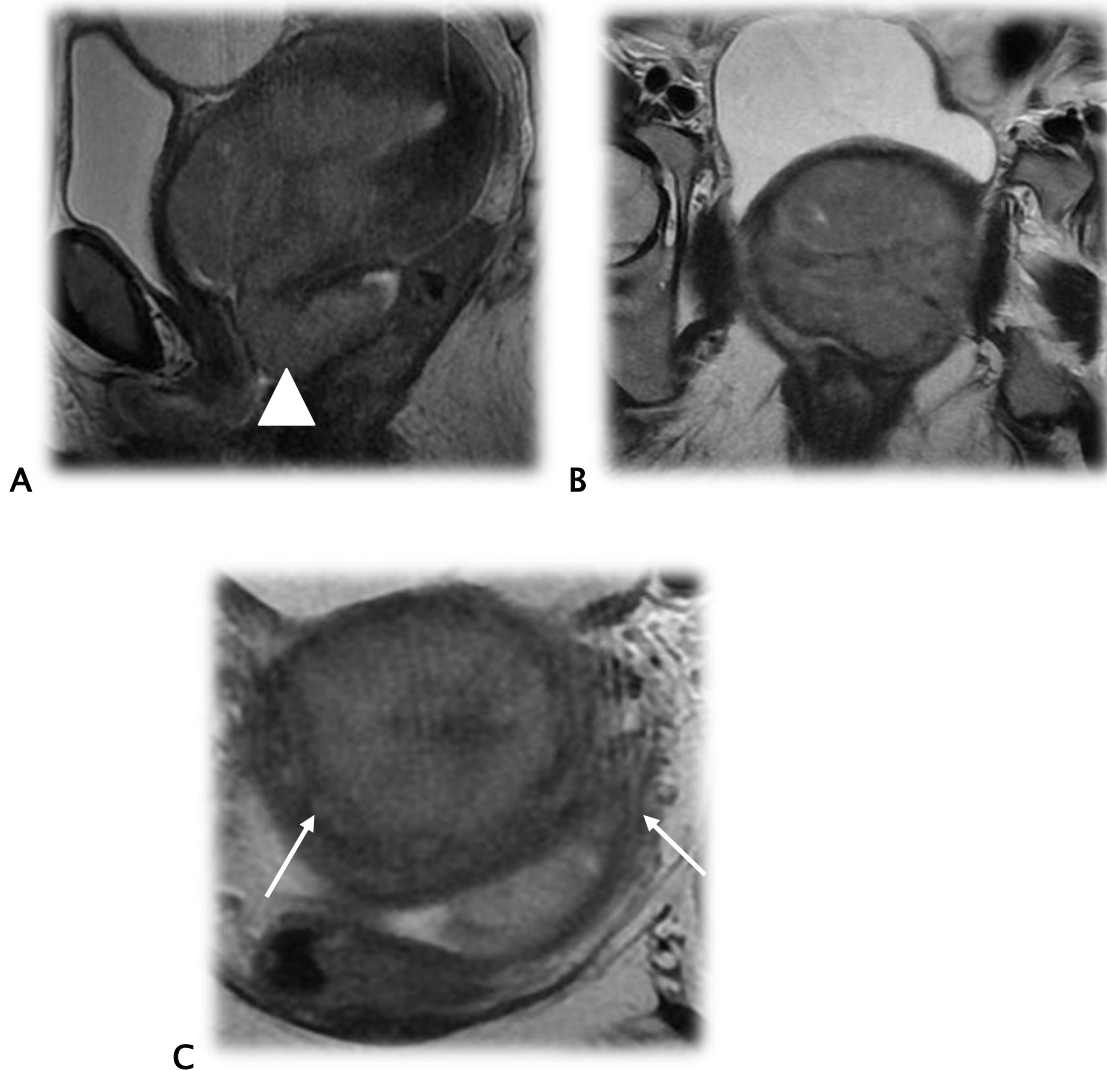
Patiente de 62 ans, présente depuis 07 mois des métrorragies post ménopausiques, l'examen au speculum objectif une lésion ulcéro-bourgeonnante du col utérin, l'étude anatomopathologique suite à une biopsie a noté un adénocarcinome moyennement différencié. IRM en pondération T2, coupe sagittal (A), coronal (B-C). Tumeur du col utérin de 80mm de grand axe, extension paramétriale distale bilatérale (flèches rouges), extension à l'isthme, extension vaginale arrivant au 1/3 inférieur (tête de flèche). Absence d'extension aux organes de voisinage (vessie, rectum). Classé stade IIIA de FIGO. Traitée par un RCC.
